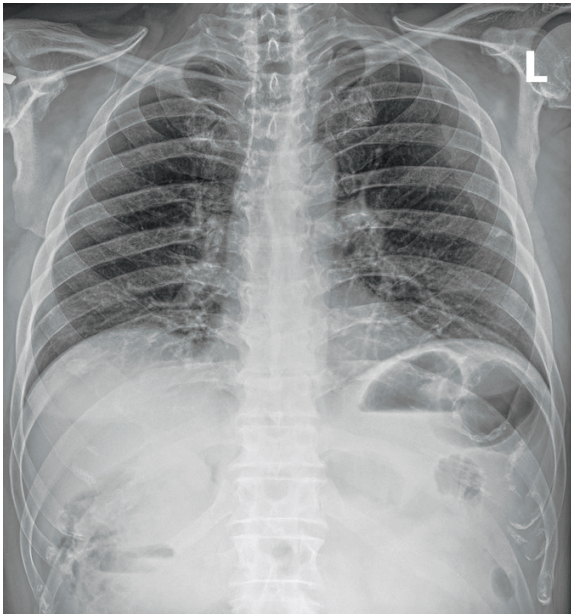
Обзорная рентгенограмма грудной клетки и поддиафрагмальных пространств
